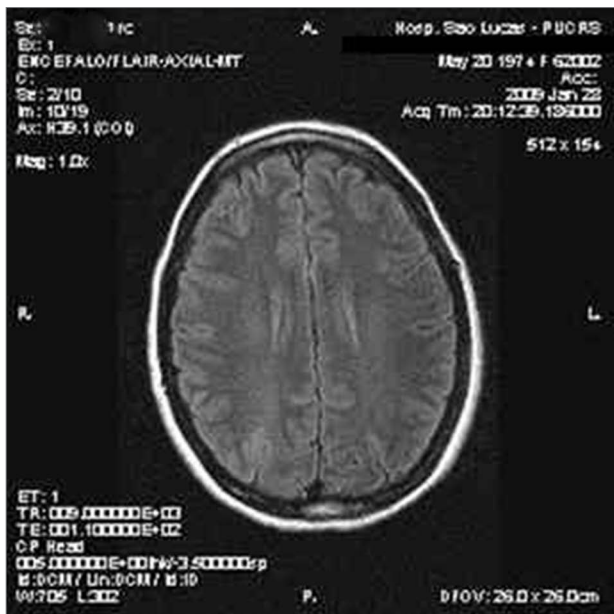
Ressonância Nuclear magnética realizada cinco dias após a primeira, apresentada na Figura 1: melhora considerável da lesão.
